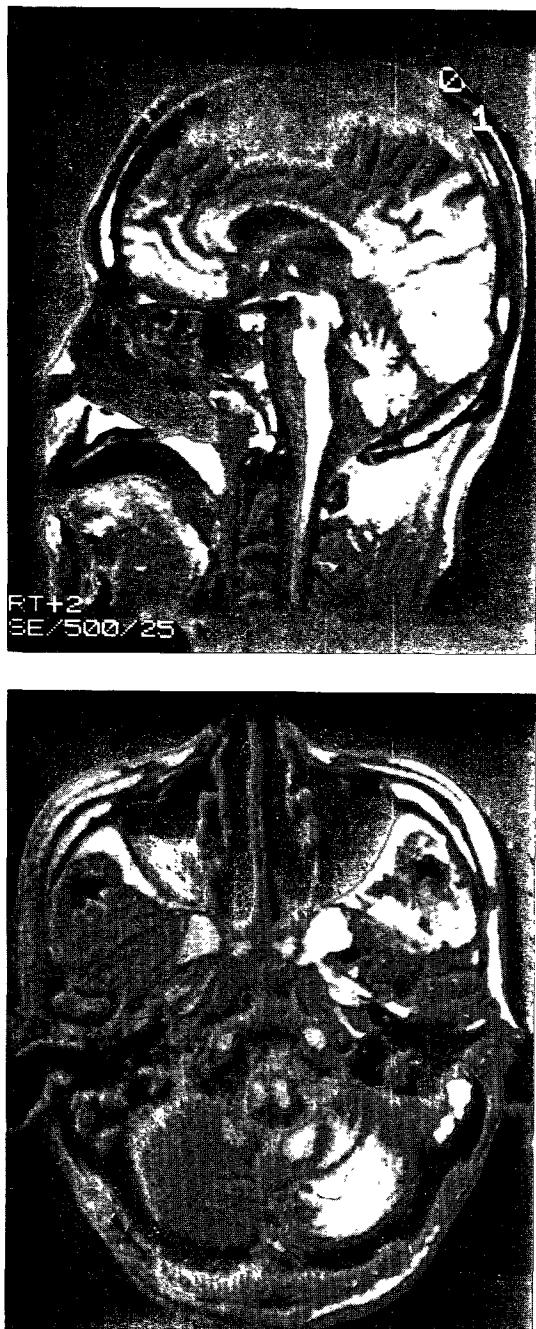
Midline sagittal(A) and transverse(B) T₁-weighted MR images of case 2 patient show marked atrophy of the brainstem and the cerebellum.
